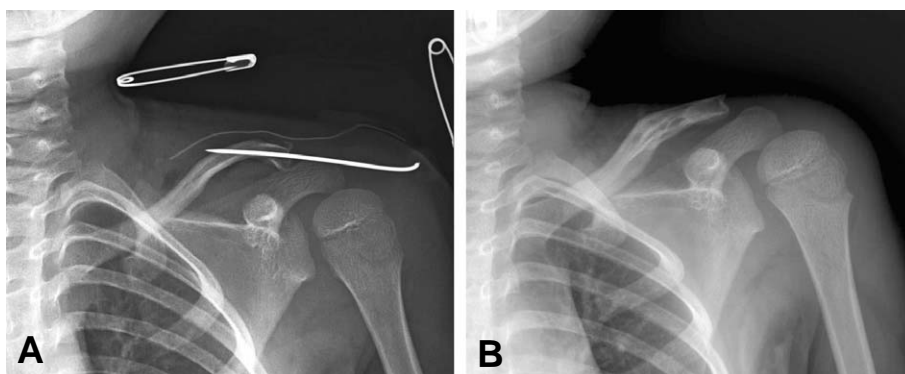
(A) Immediate postoperative X-ray shows that transacromial fixation was done. (B) Anteroposterior view of follow-up 3 months radiographic picture shows complete bony union and remodelling.
